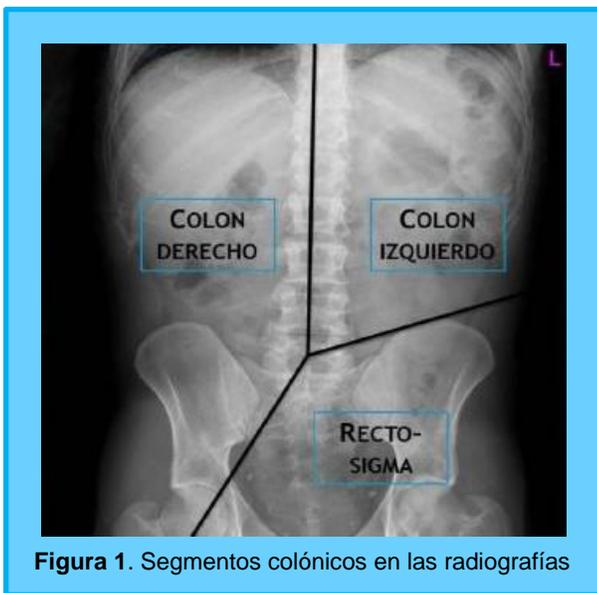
Segmentos colónicos en las radiografías
